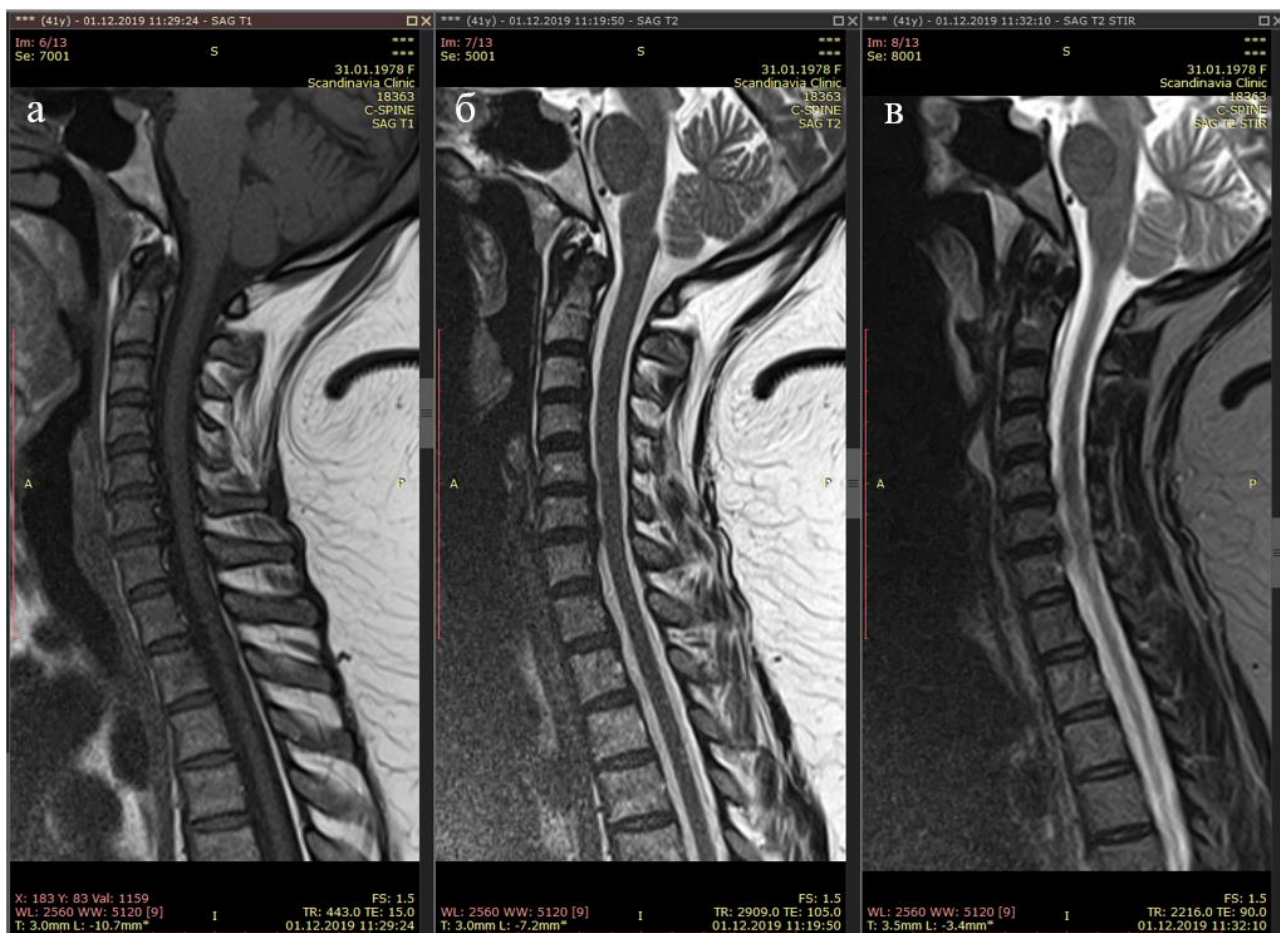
МРТ шейного отдела позвоночника пациентки У., сагиттальный срез (а – T1-режим, б – T2-режим, в – T2STIR-режим)
